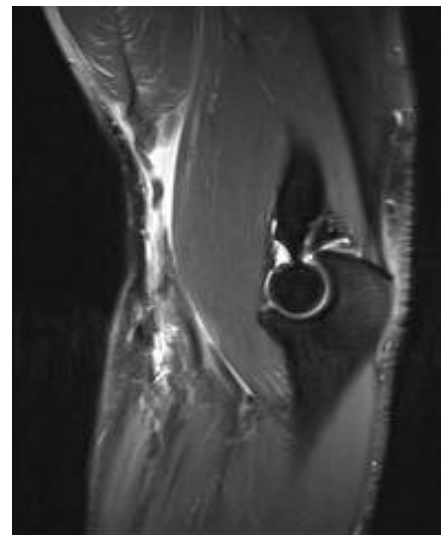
MRT: Ruptur der distalen Bizepssehne
